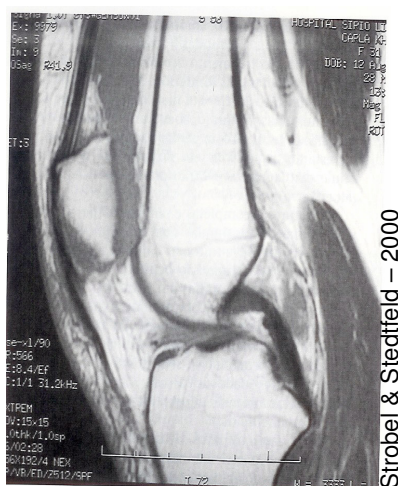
Ressonância Magnética do joelho
